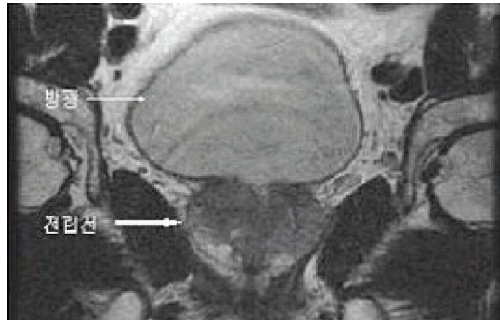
전립선암의 MRI 소견(출처: 국가암정보센터)
